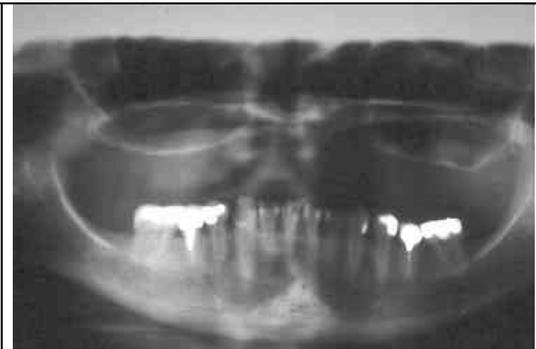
Na radiografia panorâmica pré-operatória, observa-se as estruturas anatômicas em relação a atrofia óssea intensa da maxila.
